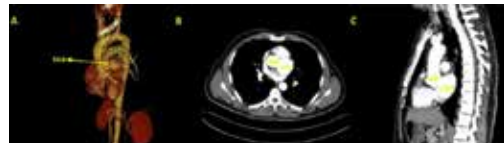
Three dimensional reconstruction image of computed tomography showed sinus of left valsalva aneurysm (A). Sinus of valsalva aneurysm can also be seen from axial (B) and sagittal (B) views of chest computed tomography.
